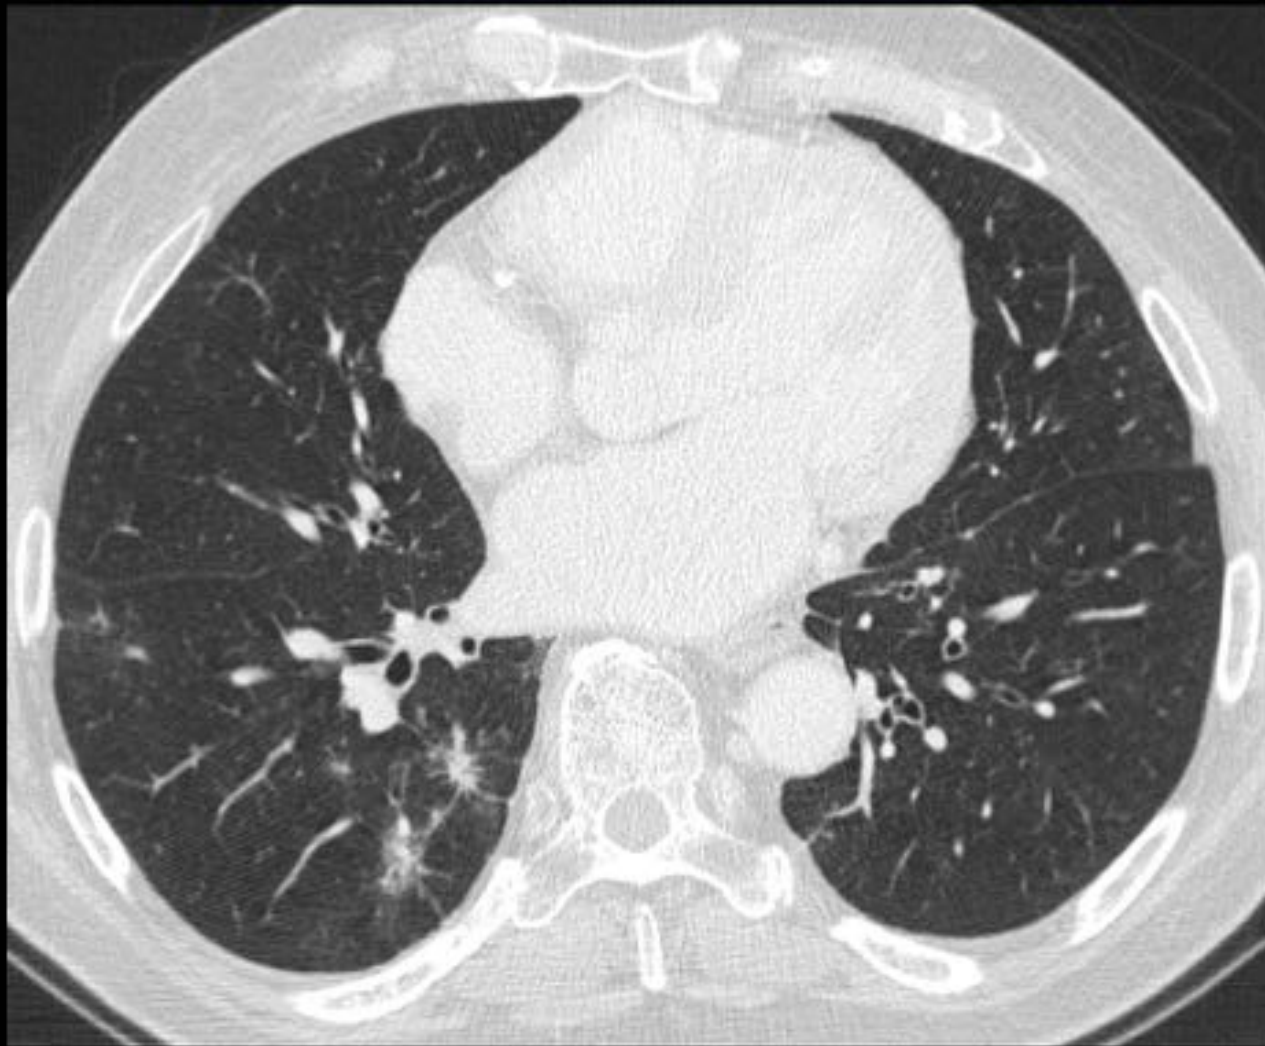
Metástasis con Hemorragia (Patrón en Vidrio Esmerilado). Varón de 76 años con metástasis de adenocarcinoma de páncreas. Corte axial de TC. Múltiples nódulos metastásicos con bordes espiculados y opacidad en vidrio esmerilado periférica.
